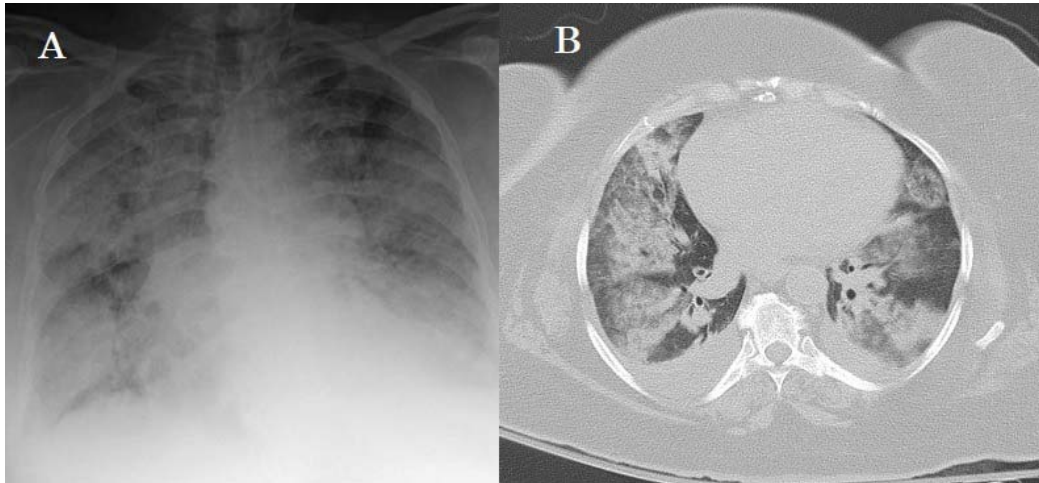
A. chest x-ray showed diffused GGO and consolidations in both lungs, with a “white lung” appearance; B. multifocal GGO in both lungs with patchy consolidation, with multi-segmental pulmonary distribution, air bronchogram, and bilateral pleural effusion
